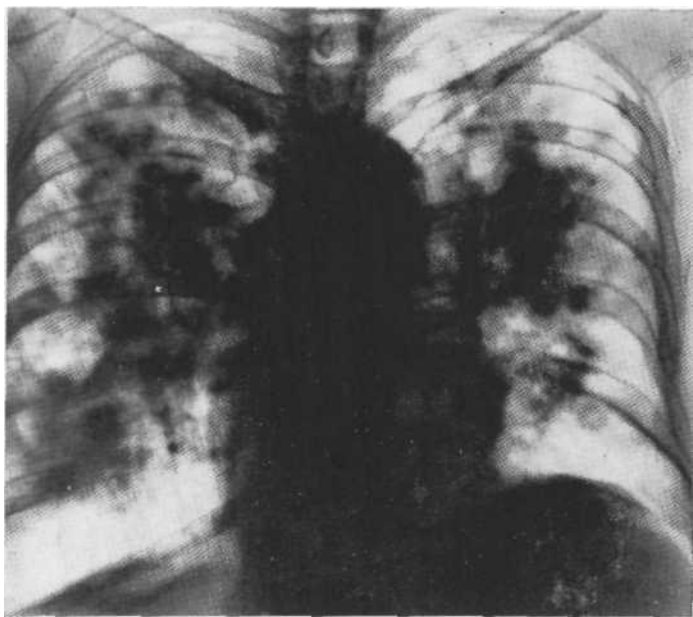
Обзорная рентгенограмма. Тяжелый токсический отек легких. Вскрытие.
